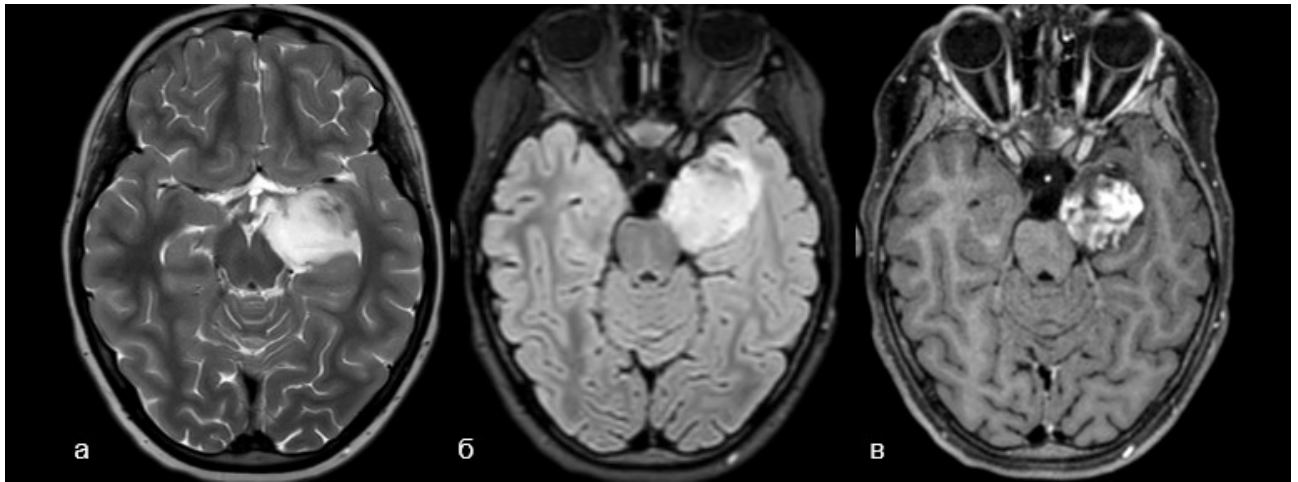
Пациентка Д. 9 лет, МРТ с контрастным усилением. В медиальных отделах левой височной доли определяется объемное образование с повышенными сигналами в импульсных последовательностях, взвешенных по T2 и FLAIR, с наличием перифокальной реакции и масс-эффекта в пределах медиального височного комплекса, гомолатеральных ножки мозга, и частично подкорковых узлов (а, б). При контрастном усилении образование активно накапливает контрастный препарат (в)
